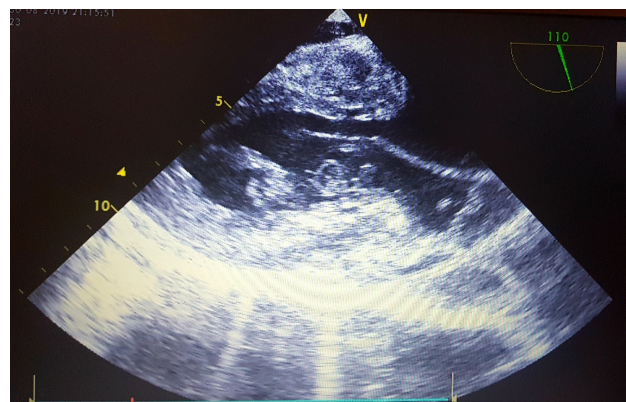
Чреспищеводная эхокардиография.
